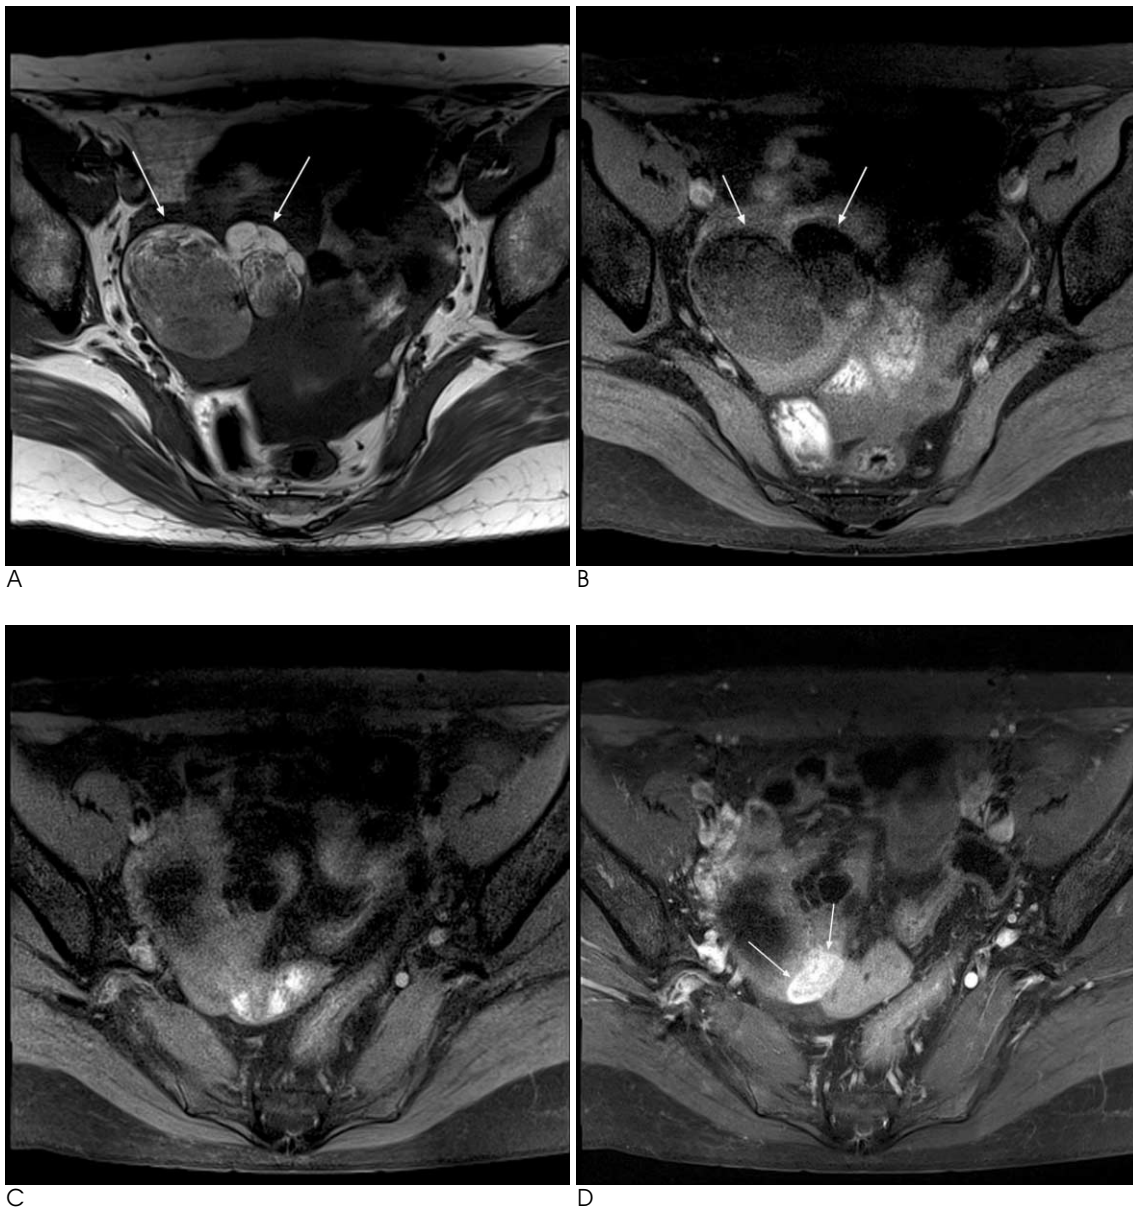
Benign mature cystic teratoma of right ovary in a 40-year-old woman (patient 3 on table 2). Axial T1-weighted (A) and fat-suppression (B) MR images show large lobulated mass containing fat component (arrows). At more caudal level, axial T1-weighted (C) and contrast-enhanced fat-suppression (D) MR images show ovoid enhancing portion (arrows) within the mass.
